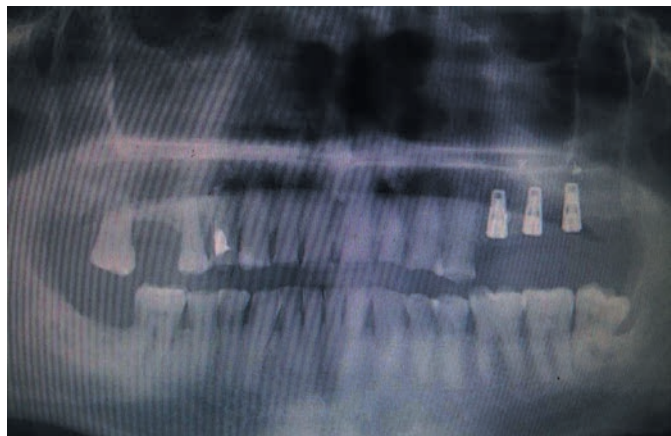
Ортопантомограмма пациента с концевым дефектом зубного ряда и установленными имплантатами
